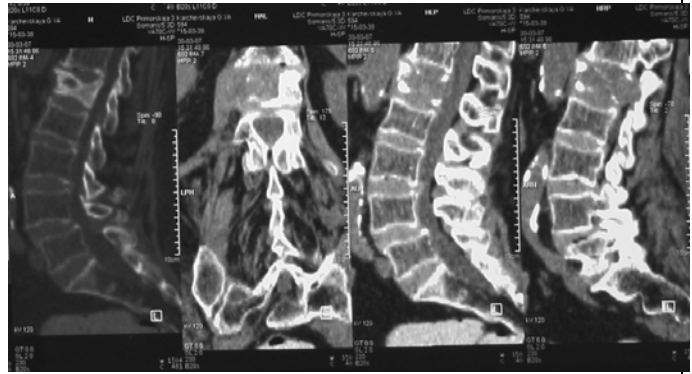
а, б – магнитно-резонансная томография. Патологический перелом L1 позвонка. в, г – открытое пункционное введение костного цемента в тело 4-го поясничного позвонка, что позволило избежать выполнения достаточно травматичной операции на переднем отделе позвоночника
